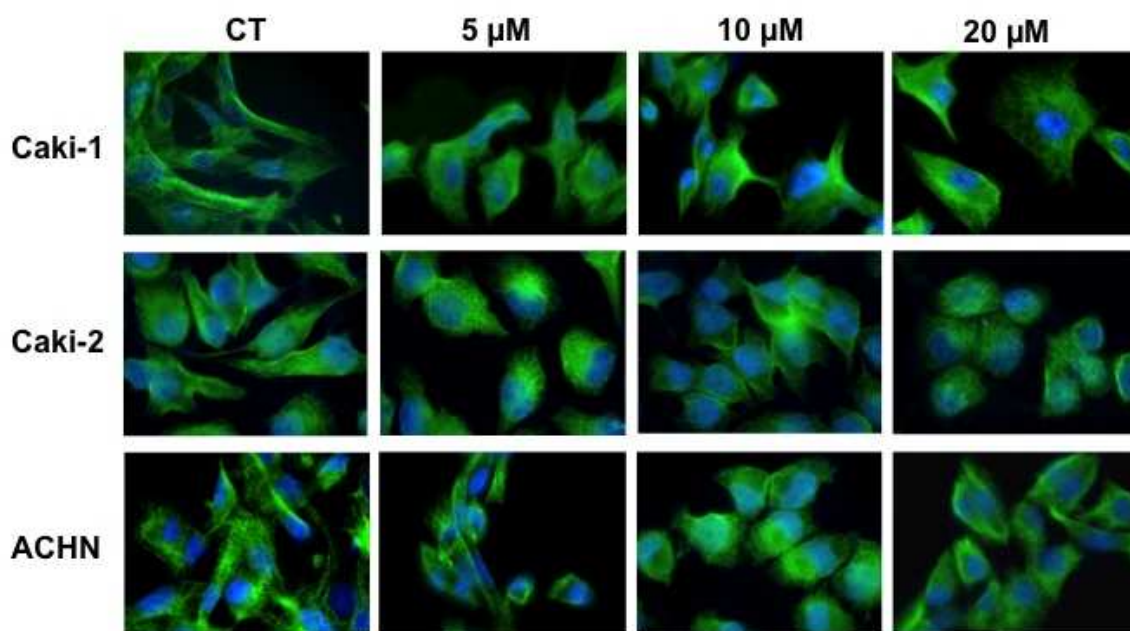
Microfotografie rappresentative del pattern di espressione della tubulina nelle linee cellulari di ccRCC, non trattate (CT) e 48 ore dopo trattamento con Ukrain alle dosi di 5, 10, 20 μM . Verde: tubulina; blu: dapi. Ingrandimento originale: 100x.
